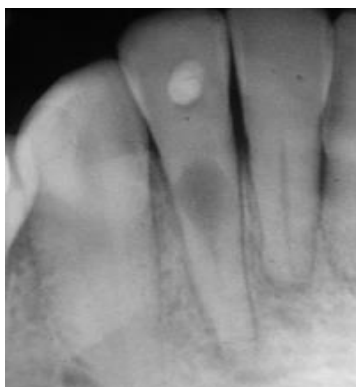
Radiografia që tregon praninë e gurëve pulpar.*
